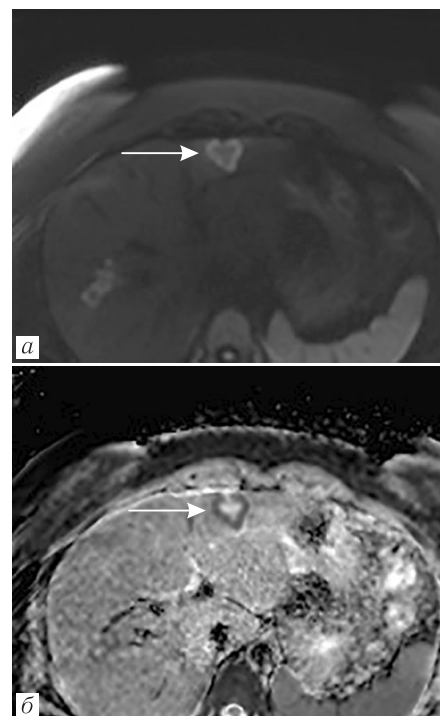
МРТ печени: а — аксиальная плоскость, ДВИ (b -фактор 1000); б — аксиальная плоскость, ИКД-карта. В SII/SIII печени определяется гиперинтенсивный сигнал на ДВИ только по периферии очага, а в центре очага сигнал промежуточный, при ИКД-карты выявлено ограничение диффузии солидный по периферии очага, а в центре очаг диффузию не ограничивает
